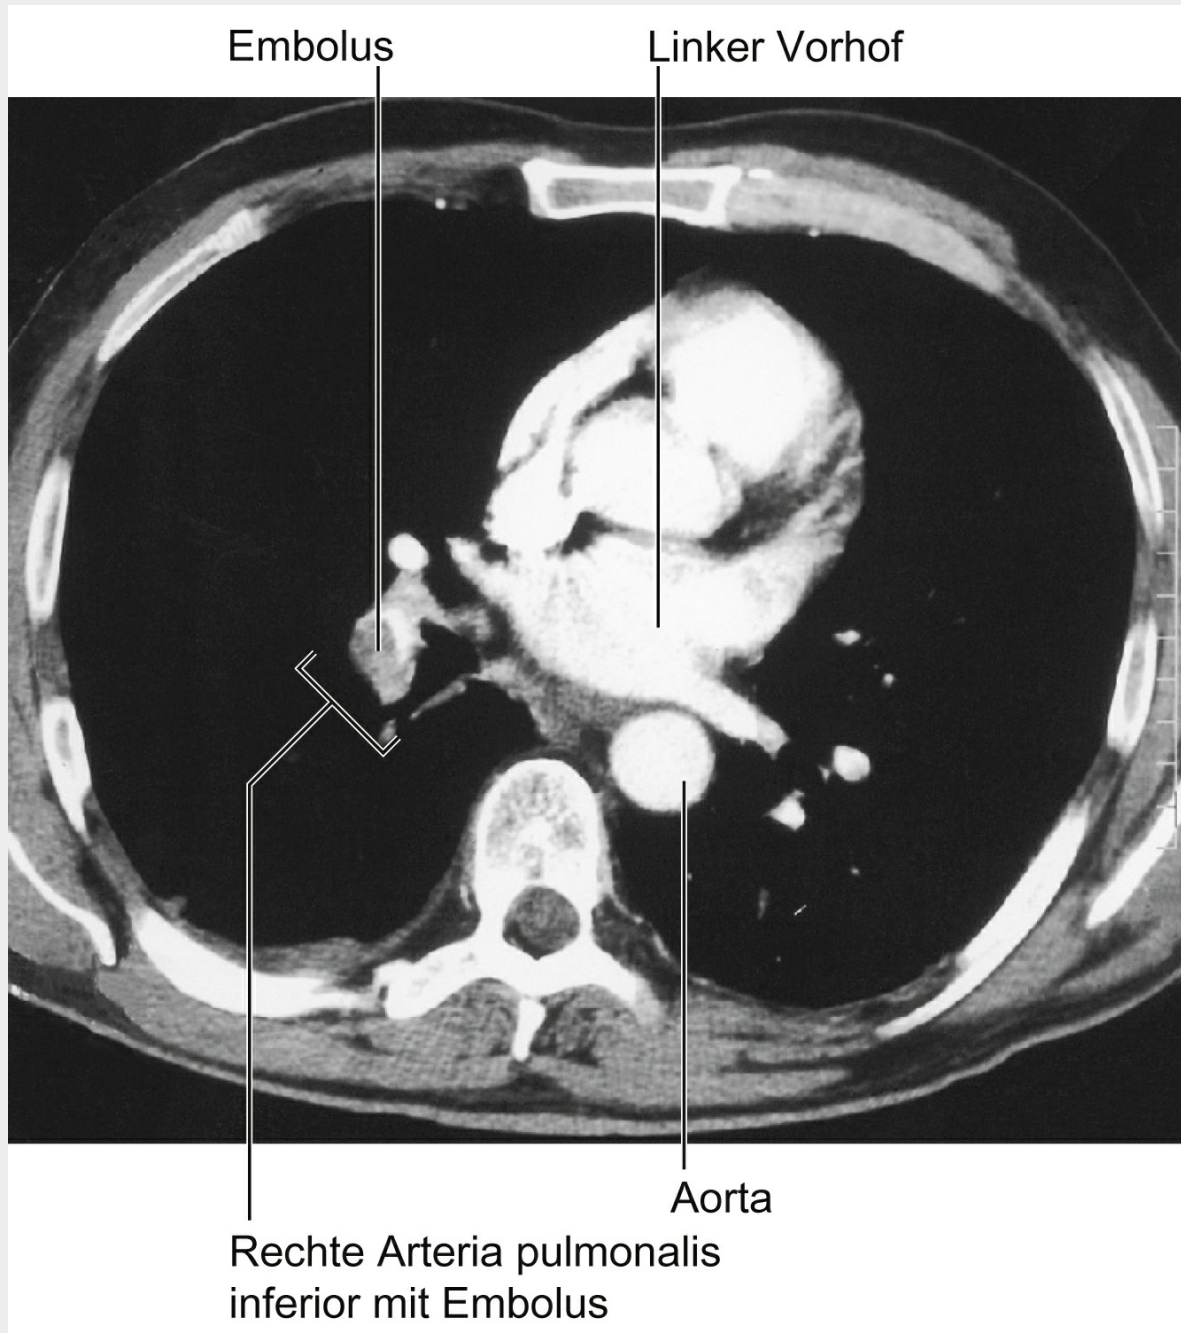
Computertomografie mit beidseitiger Lungenembolie
